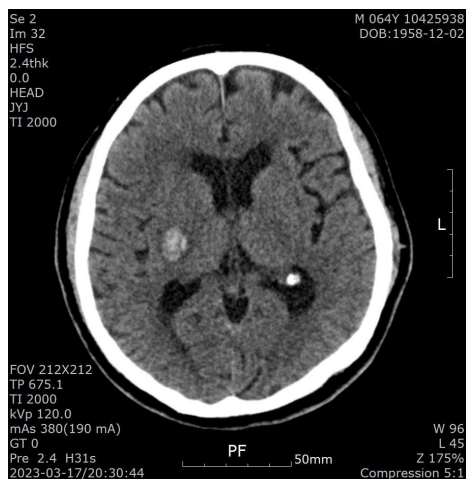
Brain CT (2023-03-17).
